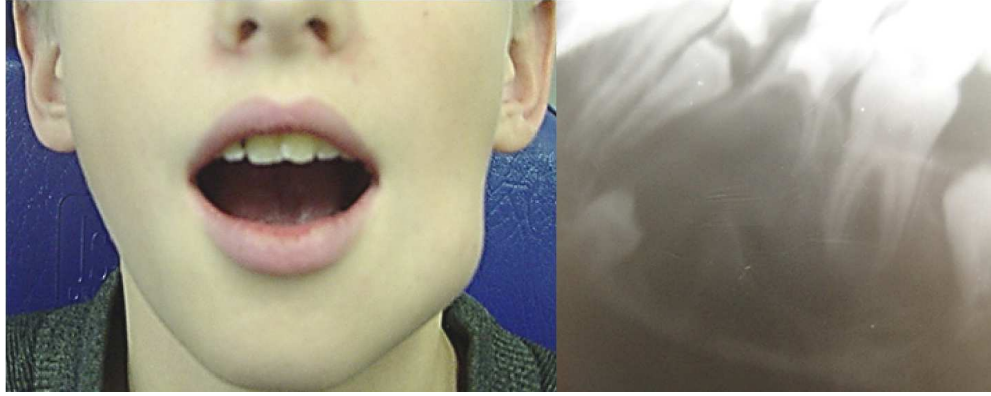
Пациент В., 9 лет. КГ. Фолликулярная киста нижней челюсти слева (на фрагменте боковой рентгенограммы нижней челюсти наблюдается секвестрация зачатка 35 зуба в связи с бесконтрольным ростом кисты; на фото габитуса пациента наблюдается хорошо видимая асимметрия за счёт деформации тела нижней челюсти, симптом Дюпоитрена положительный)
